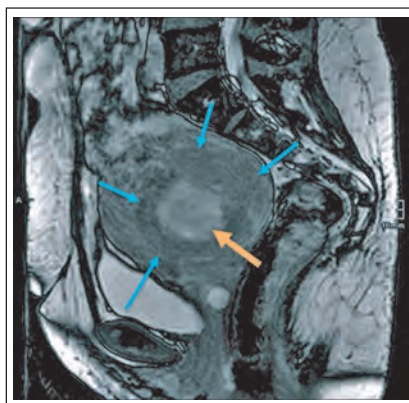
Sagittale MRT (T2-gewichtet) mit dem nach Ulipristalacetat nun zentral deutlich hyperintens zur Darstellung kommenden, submukös-intramuralen Hinterwandmyom (Pfeile).
